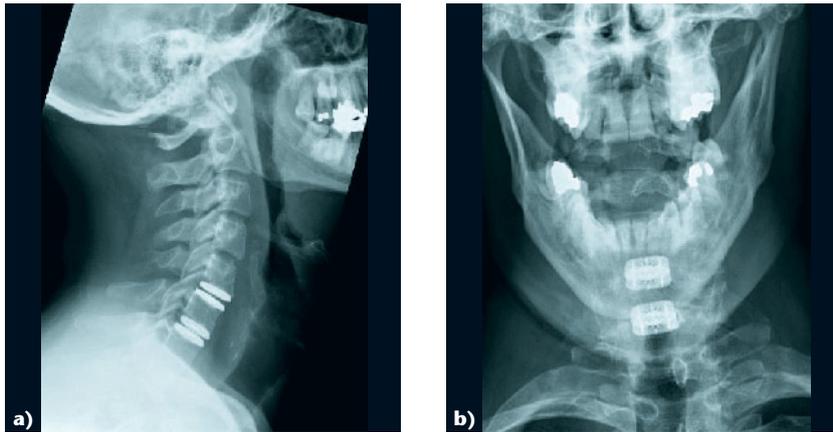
In den postoperativen Aufnahmen zeigt sich im seitlichen Röntgen das korrekte Alignment und die Wiederherstellung des sagittalen Profils a), im antero-posterioren Bild die korrekte Platzierung der Prothesen b). Schmerzfrei nach wenigen Tagen postoperativ, Aufnahme der sportlichen und beruflichen Aktivität 3 Monate postoperativ.
